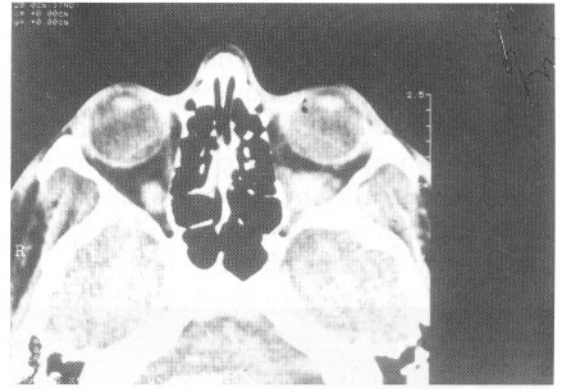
2. Olgunun BT görüntüleri
